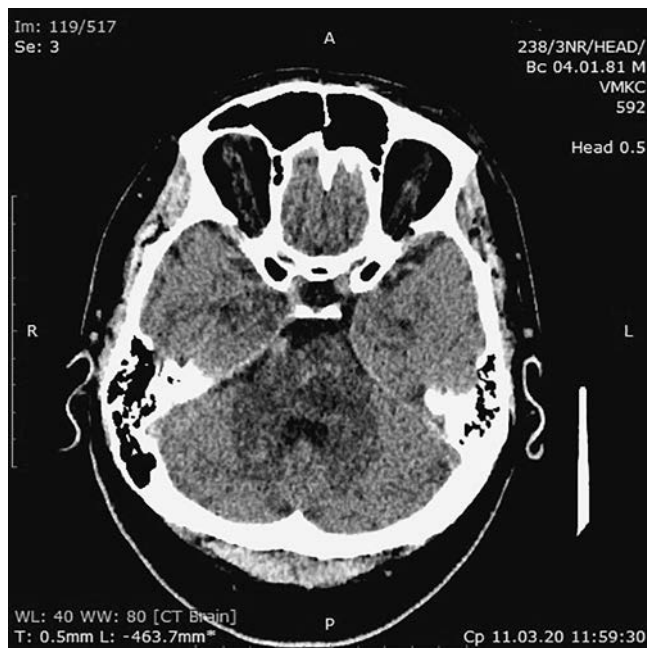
СКТ головного мозку хворого К. в динаміці на 36-у добу
